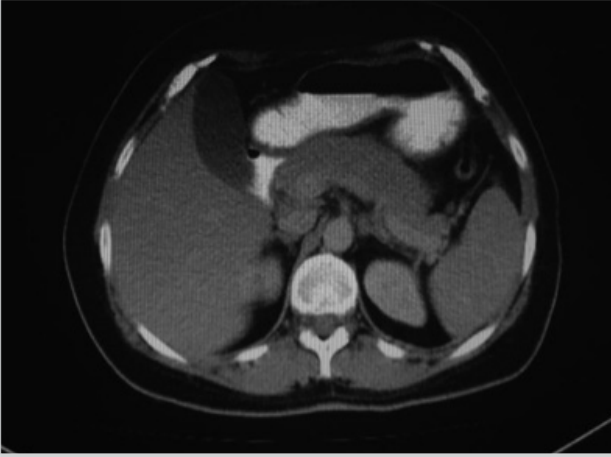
Computed tomography scan after anti-tuberculous treatment
